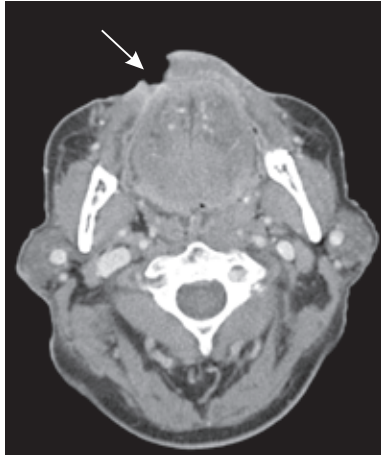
КТ-исследование (аксиальная проекция, венозная фаза контрастного усиления), поражение нижней губы с изъязвлением и распространением на слизистую оболочку преддверия полости рта (стрелка)
